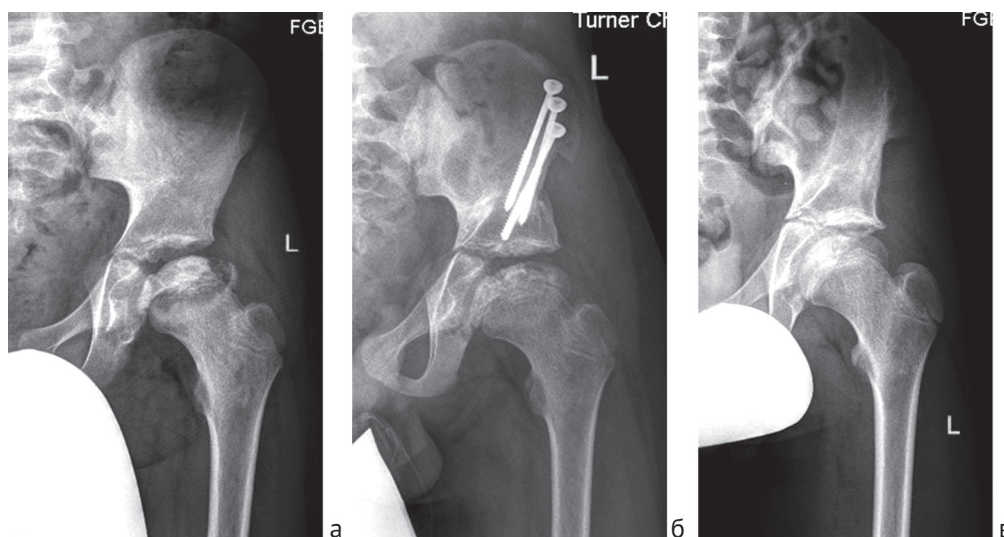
Рентгенограммы тазобедренного сустава в прямой проекции пациента А., 8 лет, с левосторонней БЛКП: а – до операции; б – через 3 месяца после тройной остеотомии таза слева; в – через 3 года после тройной остеотомии таза слева
